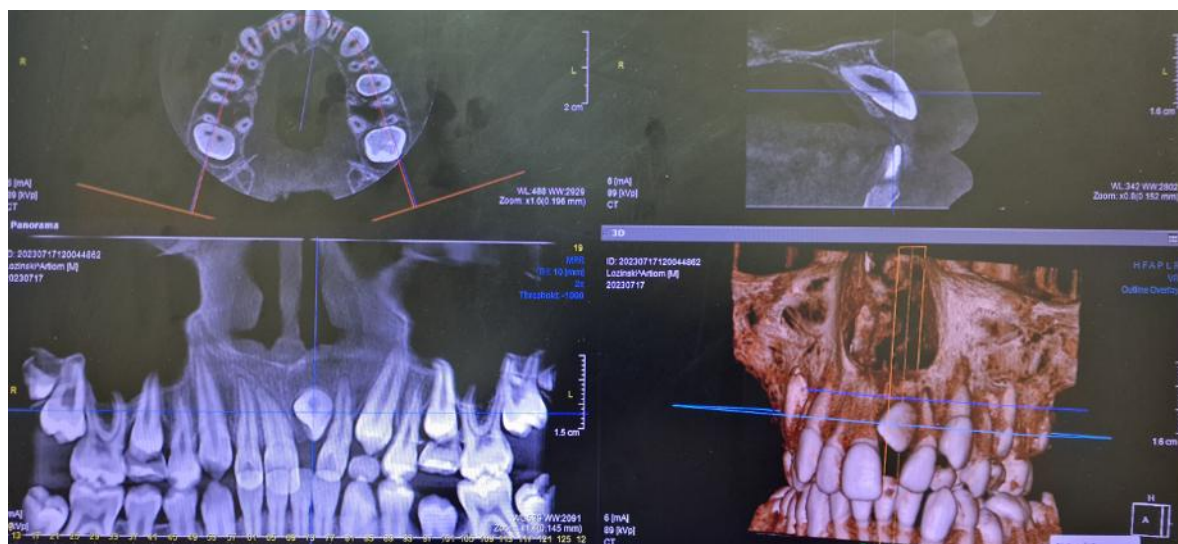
Tomografie computerizată cu fascicul conic al edentației frontale false și incluzia incisivului central 2.1
